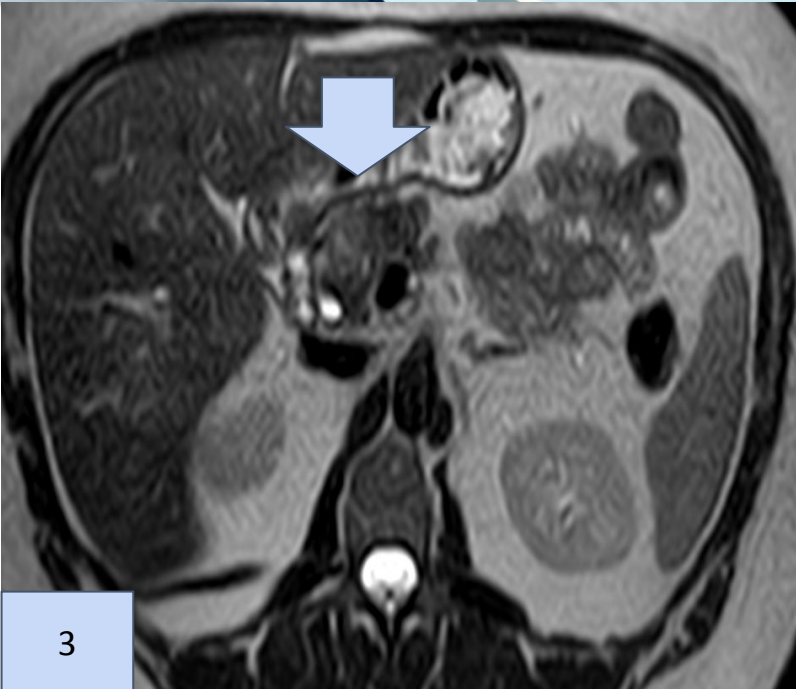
RM abdominal corte axial– secuencia T2 . A nivel de la cabeza pancreática se identifica una imagen cola de señal intermedia en T2.
